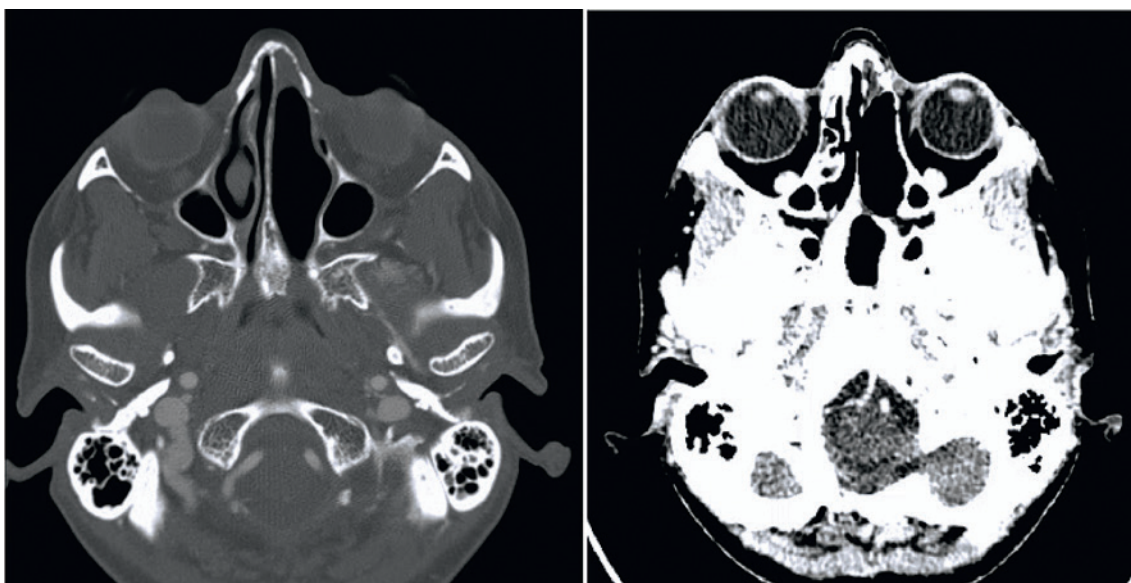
МСКТ головы в отдаленном периоде (через 2 года): без признаков рецидива
